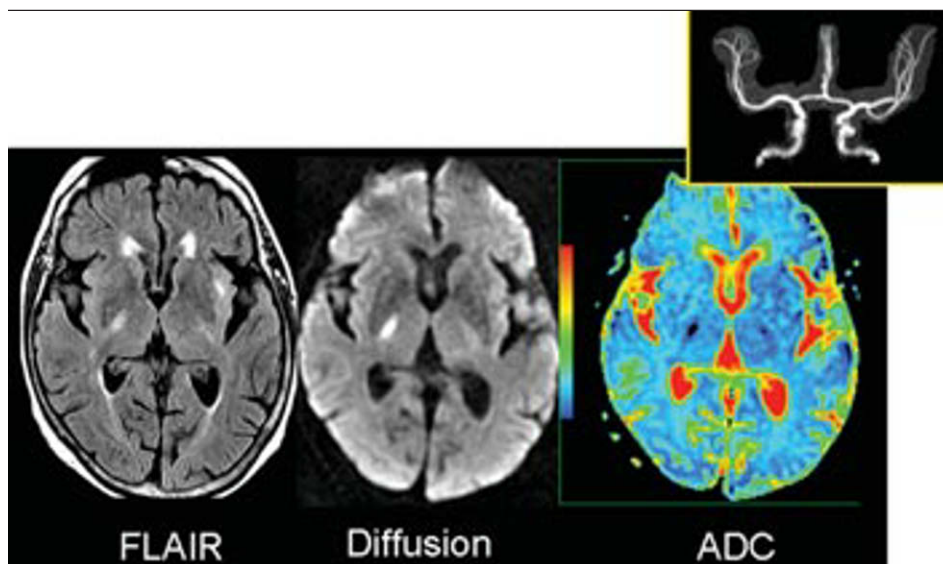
Accident ischémique aigu. IRM effectuée dix heures après la survenue d'un déficit moteur pur de l'hémicorps gauche. Hypersignal de petite taille du bras postérieur de la capsule interne droite visible en séquence FLAIR et en séquence pondérée en diffusion. Baisse du coefficient apparent de diffusion (ADC), en bleu selon l'échelle de couleur utilisée. Ces accidents sont le plus souvent attribués à une pathologie des petites artères et l'ARM du polygone est habituellement normale (image en cartouche).
